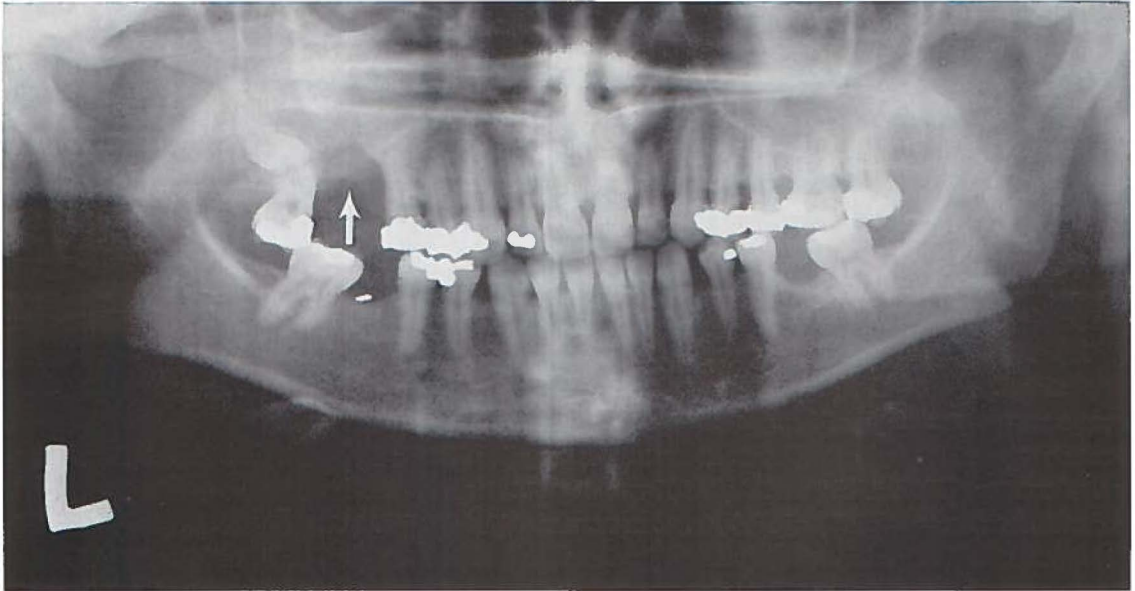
Afbeelding van een oroantrale fistel (zie pijl) op het orthopantomogram; duidelijk is de onderbreking in de contour van de sinusbodem te zien. Tevens is op deze opname fraai te zien hoe het bij de operatieve verwijdering van een geretineerd element (M_3 s.s.), als gevolg van de soms zeer dunne scheidingswand, bijzonder moeilijk kan zijn een perforatie van de sinusbodem te voorkomen (Pk. 69/3102).
